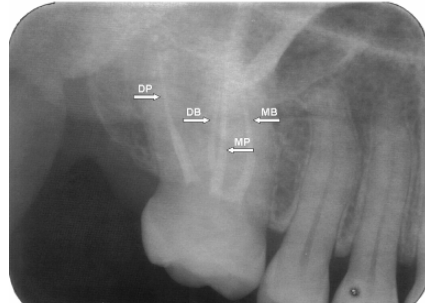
Üst sağ birinci büyük azı dişin teşhis radyografisi.
